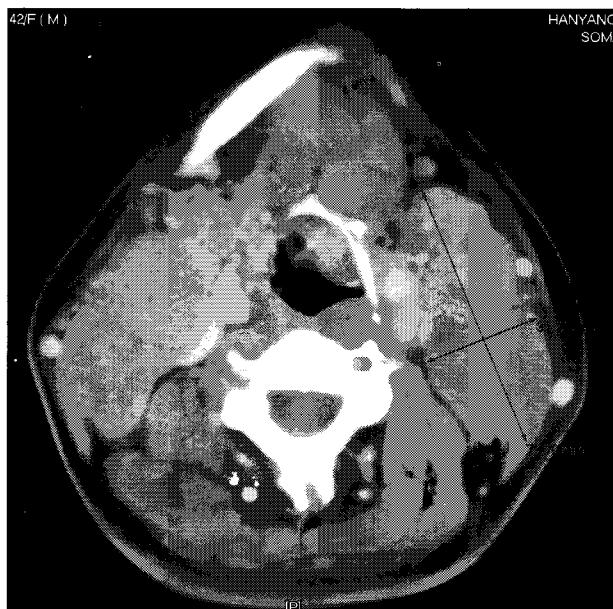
The neck CT scan show masses in both submandibular area. The masses show homogeneous enhancement.
